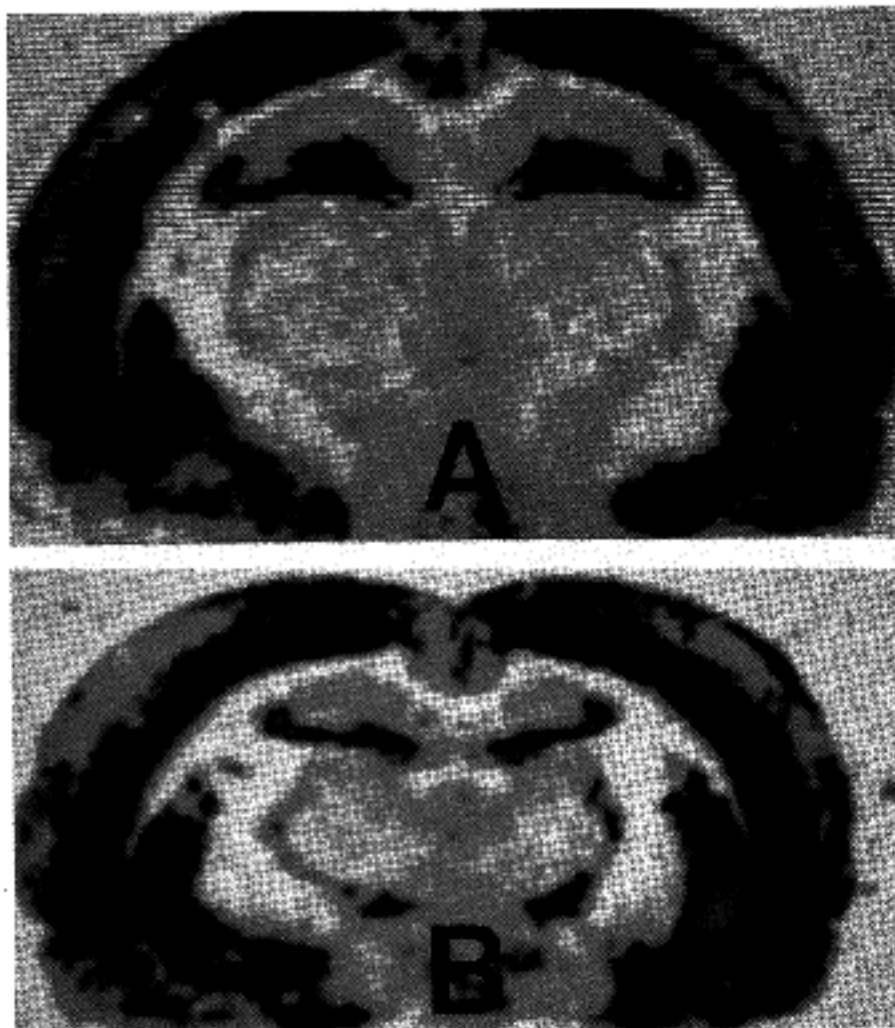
Autoradiographic finding of kainic acid receptor in control (A) and hypoxic-ischemic group(B) 2 hours after the exposure. Density of receptors were symmetrical in both hemispheres(A). The highest density was noted in stratum lucidum of CA3(green) and lower densities were expressed in black, dark blue, and pink in decreased order. Density was markedly decreased in left hemisphere, especially cerebral cortex, thalamus, and caudate-putamen(B).
